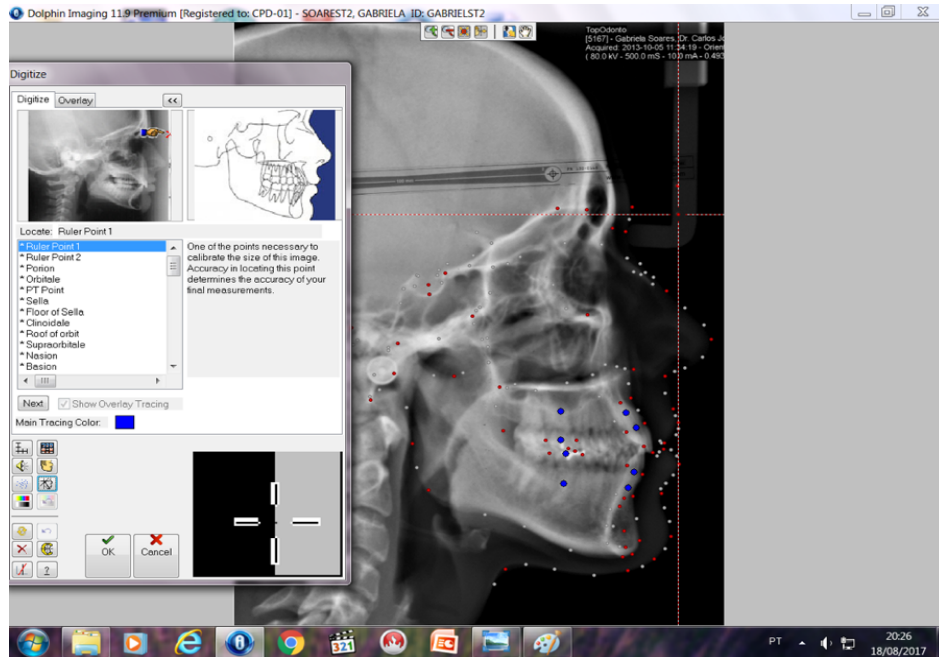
Telerradiografia exibindo a demarcação dos pontos cefalométricos.
